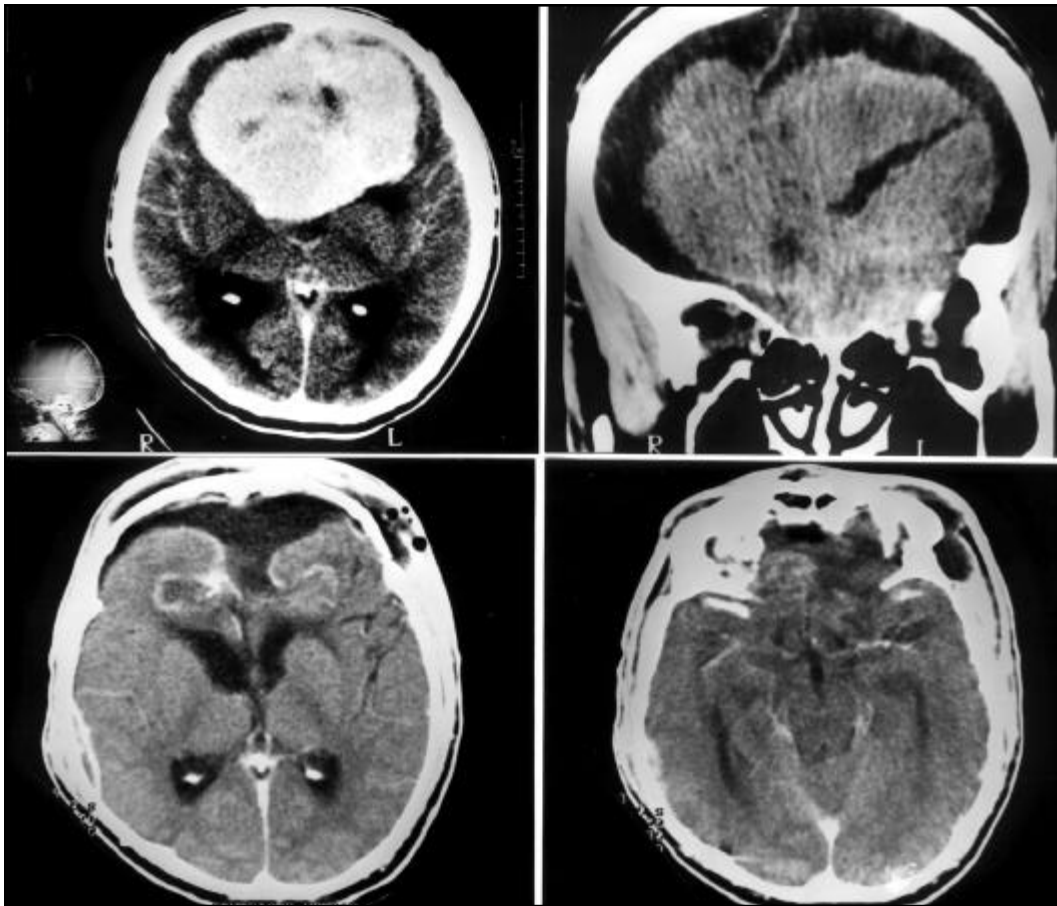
(a) Tomografia computadorizada revelando volumoso meningioma da goteira olfativa com captação intensa e heterogênea do meio de contraste. (b) Corte coronal revelando a ampla base de implantação do tumor no assoalho da fossa anterior com destruição de parte do teto da órbita à esquerda. (c, d) Tomografia computadorizada com contraste realizada na primeira semana de pós-operatório demonstrando a ressecção completa do tumor.
